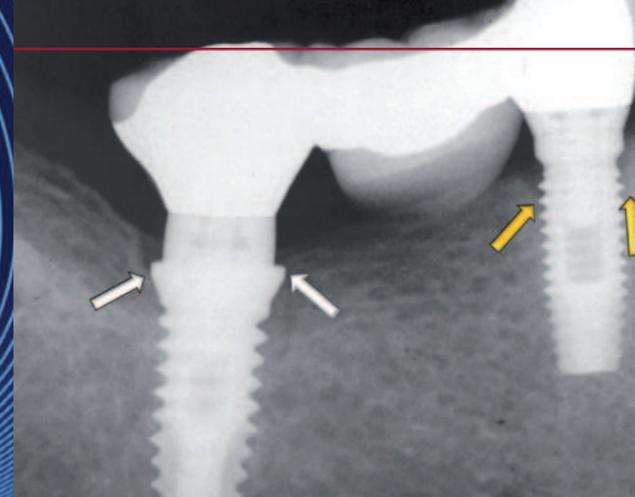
Radiographie rétroalvéolaire au cours d'un contrôle de 4 ans d'une prothèse fixée reposant sur un implant standard et un implant de gros diamètre. L'implant mésial a subi une lyse osseuse jusqu'à la première spire (flèches jaunes). L'implant distal de gros diamètre n'a pas subi de lyse osseuse (flèches blanches). Les piliers des 2 implants ont un diamètre similaire
